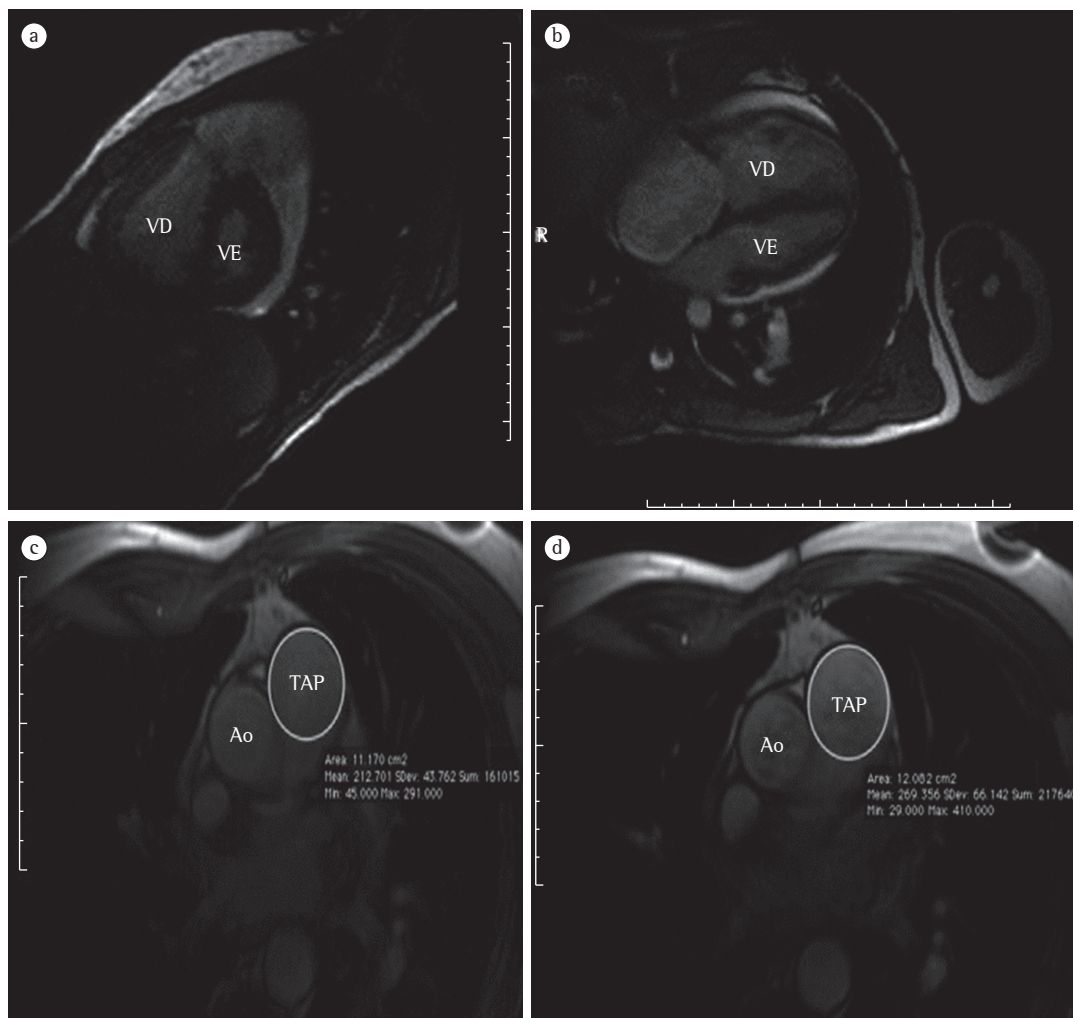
Imagens de ressonância magnética de um paciente de 35 anos portador de hipertensão arterial pulmonar idiopática. Em a e b, notar a dilatação do ventrículo direito (VD), a retificação do septo interventricular e o aumento de massa do VD. Imagens de aquisição em plano axial ao final da diástole (em c) e ao final da sístole (em d). Notar o diâmetro do tronco da artéria pulmonar (TAP) maior do que o da aorta (Ao), a diferença de calibre do TAP durante a diástole e a sístole, permitindo uma estimativa da pulsatilidade do TAP, e a maior contrastação do TAP durante a sístole ventricular.
